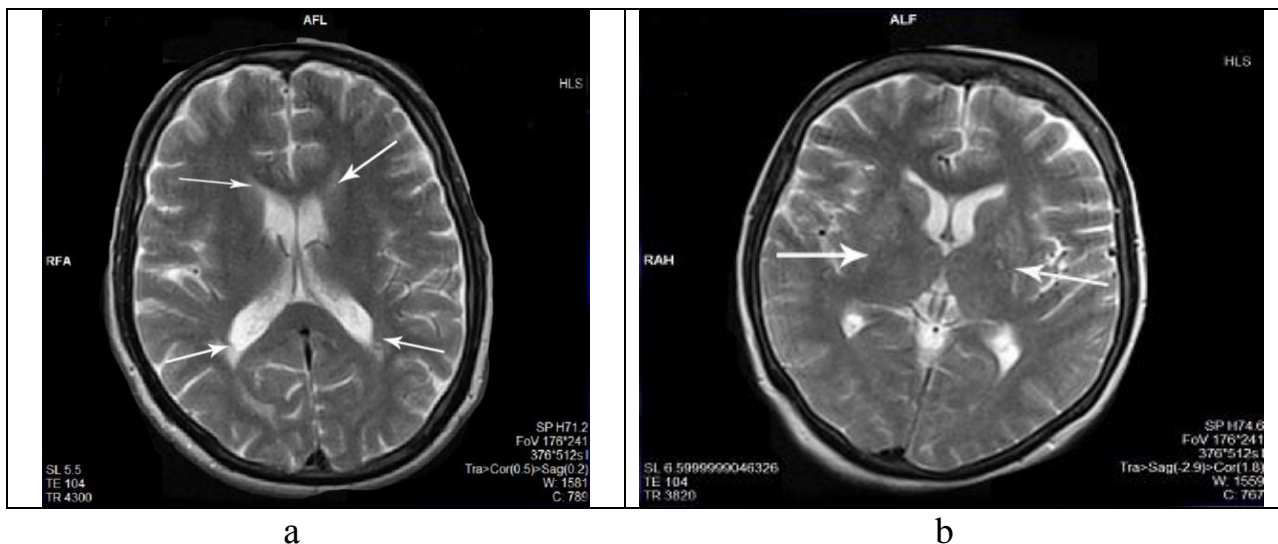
a) MRI of the brain of the patient in 1 Group, with hypertension in the transversal projection regimen T2: Anterior and posterior localization of the leukoaraiosis; b) MRI of the brain of the patient in 2 Group with atherosclerosis in the transversal projection regimen T2: lateral localization of the leukoaraiosis
